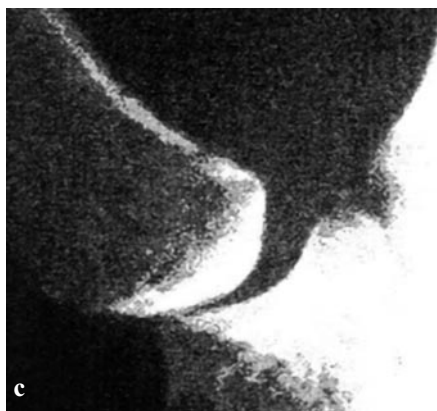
a, b et c Signe de réintégration imparfaite de Kapandji : radiographies dynamiques de face.
